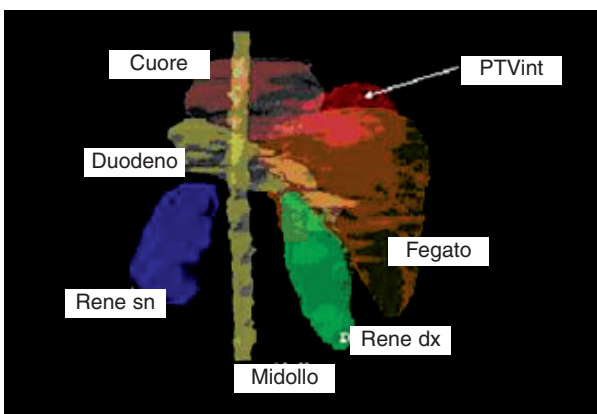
PTVint generato con 4D-PET/CT.
